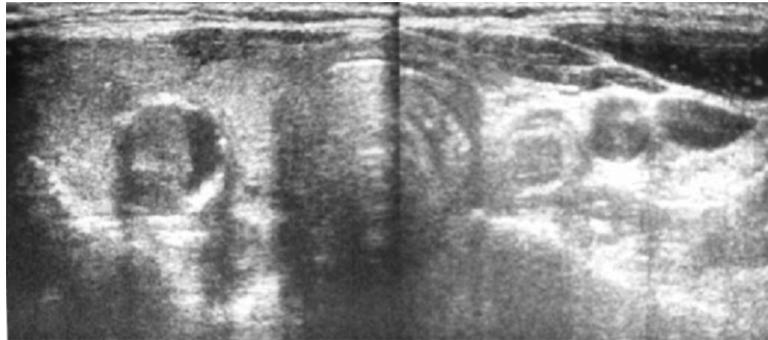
Ultrasound examination of the thyroid gland in transverse section: Visualization of the right lobe with a hypoechoic nodule with calcified and irregular margin whereas thyroid tissue on the left side is not observed.
